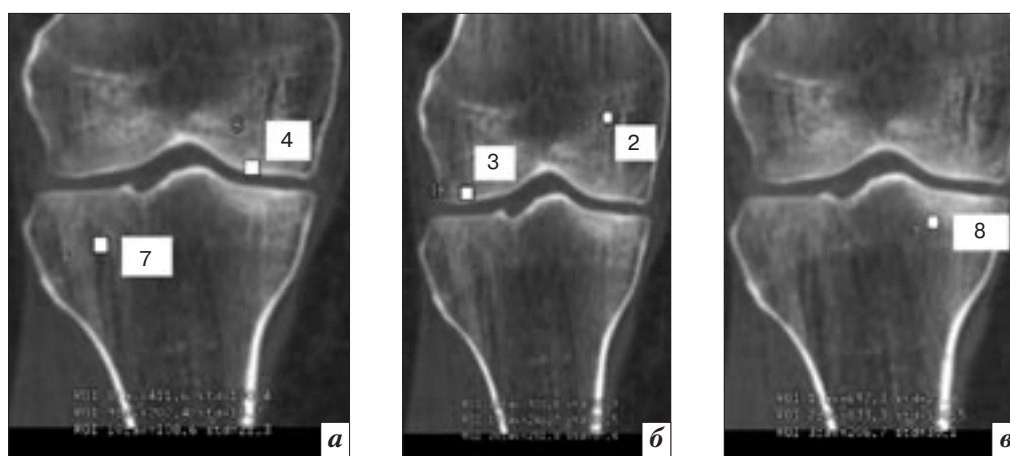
Результаты МСКТ коленных суставов больной М., 48 лет, МРР: а – измерение плотности в точках 4 (411,6 HU) и 7 (108,6 HU); б – в точках 3 (370,1 HU) и 2 (251,5 HU); в – в точке 8 (206,7 HU).
